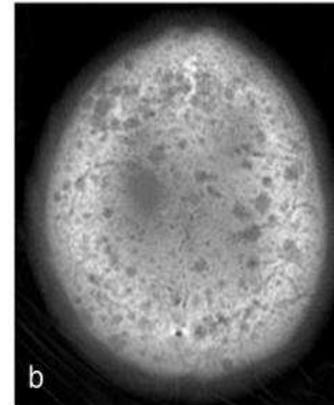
Reabsorción ósea trabecular en hiperparatiroidismo. (a) Radiografía lateral del cráneo y (b) imagen axial de TC de la calota en diferentes pacientes, ambos con hiperparatiroidismo, muestran innumerables y diminutas transparencias, que dan la clásica apariencia de "sal y pimienta".
